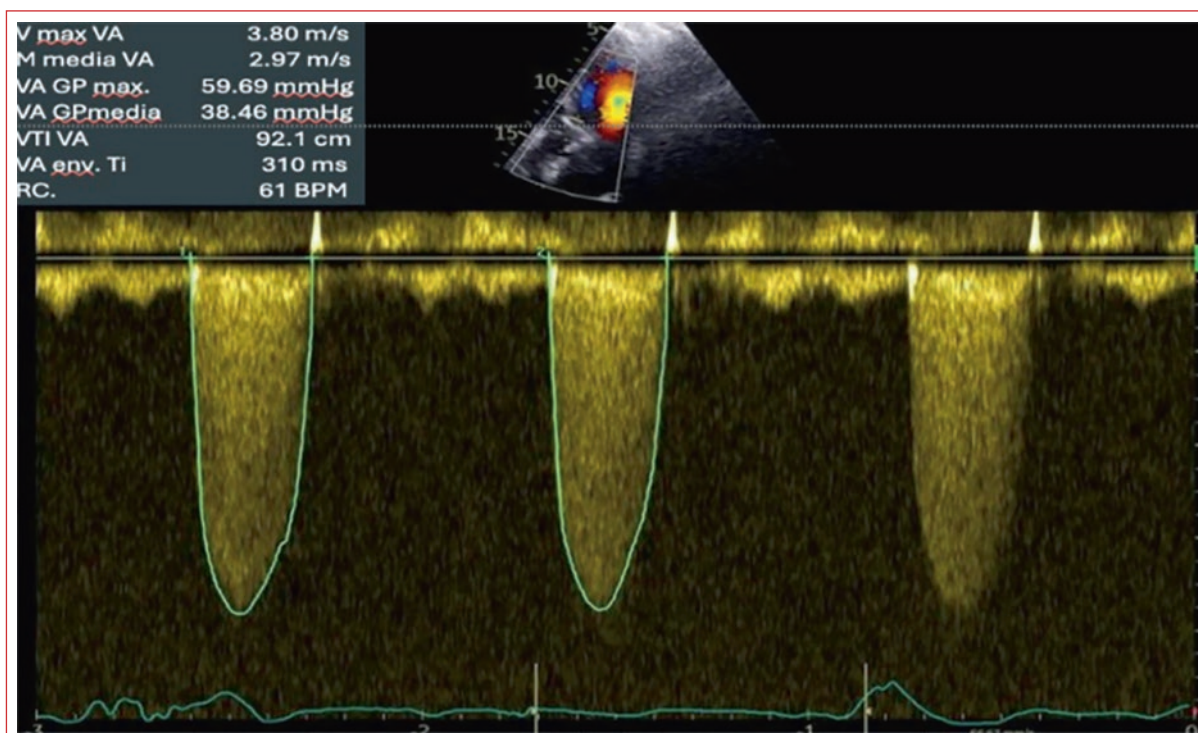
Ecocardiograma transesofágico. Prótesis biológica con Vmax 3,84 m/s, gradiente pico 59 mmHg, gradiente medio 38 mmHg, índice adimensional 0,18.
